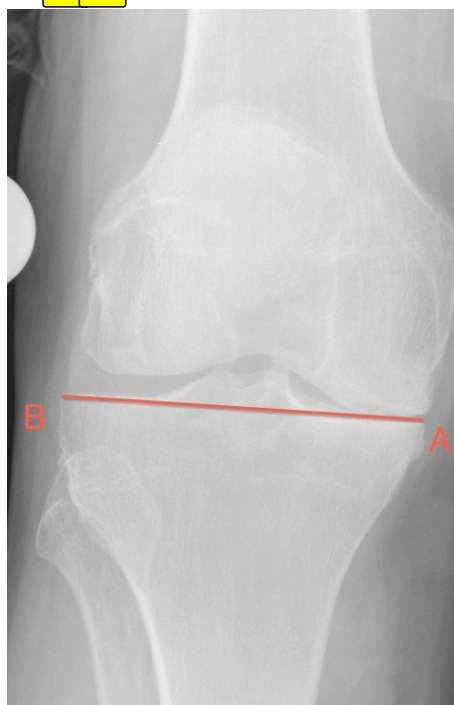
Largeur tibiale maximale AB radiographique
